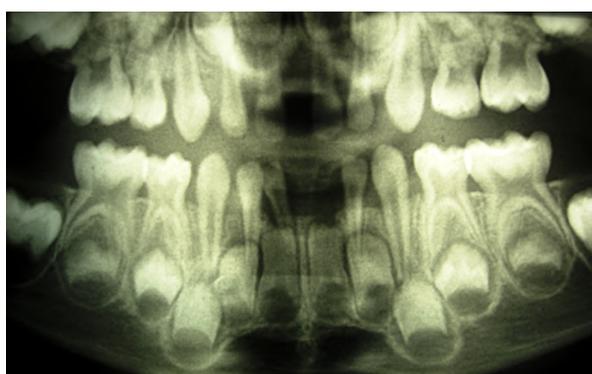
Radiografía panorámica inicial del caso 2 (3 años y 5 meses de edad).
